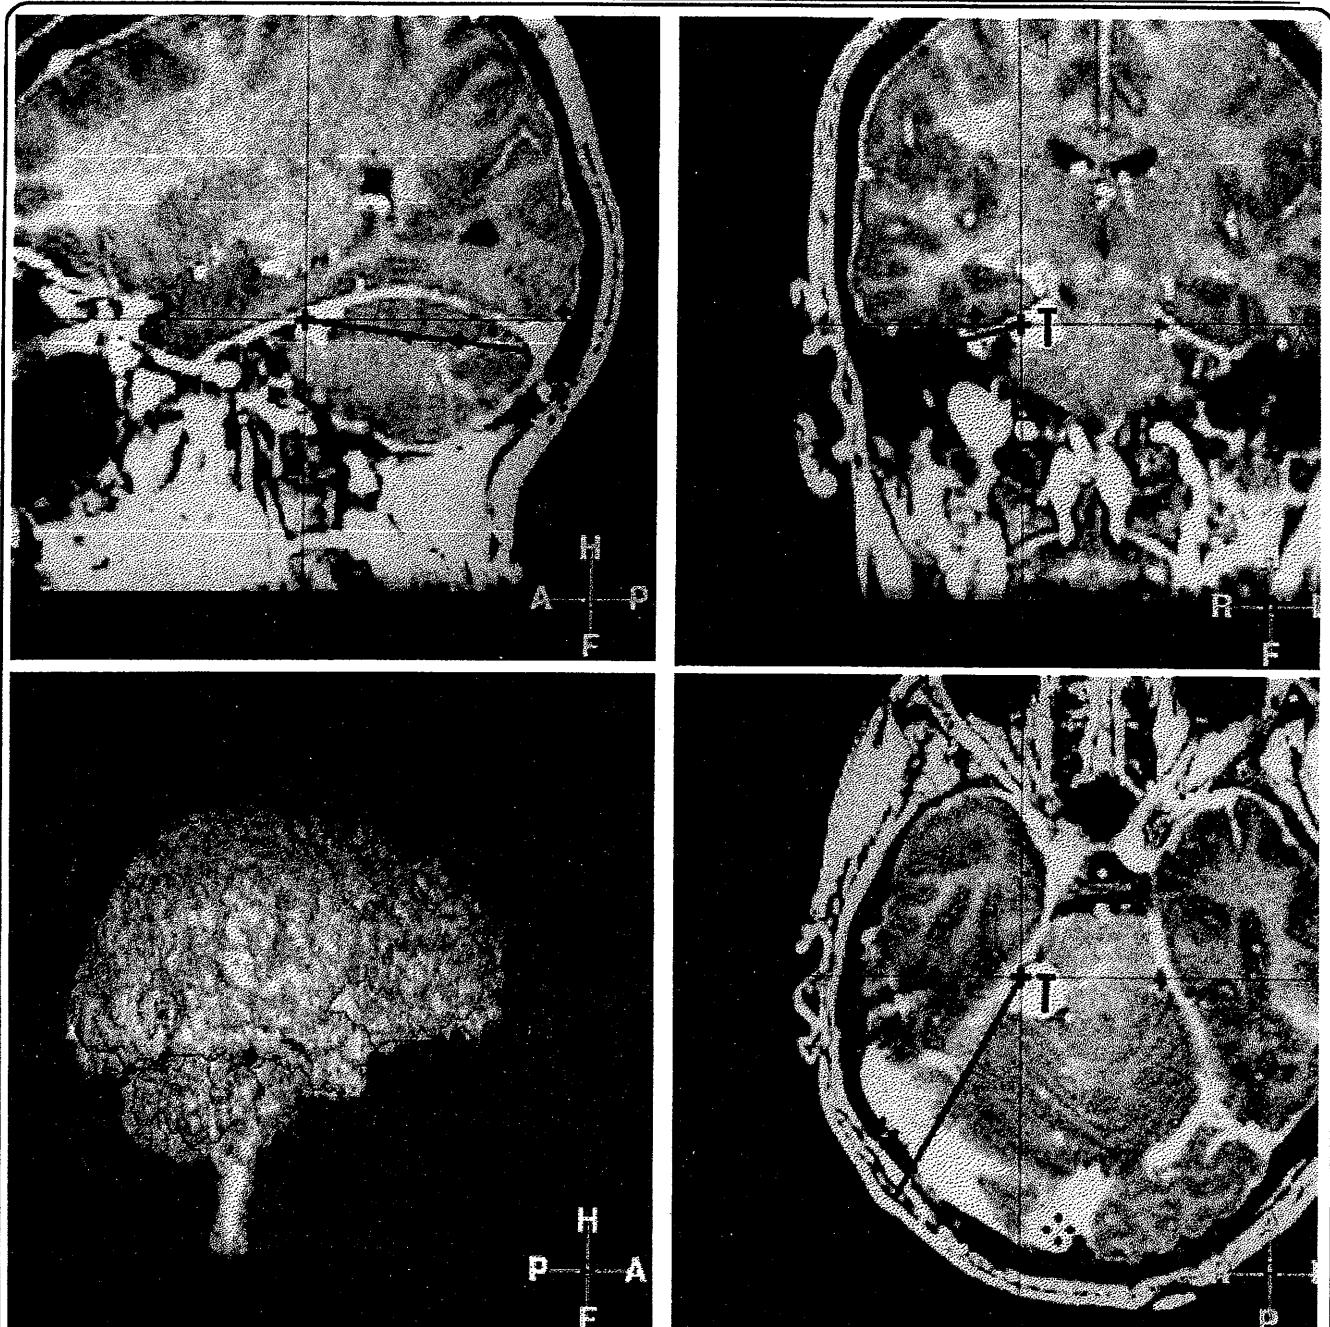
Изображения в трех стандартных плоскостях магниторезонансной томографии, на которых положение датчика показано черной линией. Опухоль (Т) – менингиома в мозжечково-мостовой зоне
